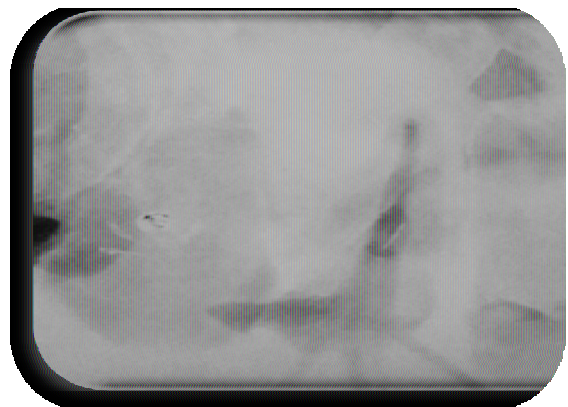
radiographie de l'obturation canalaire de la 12
